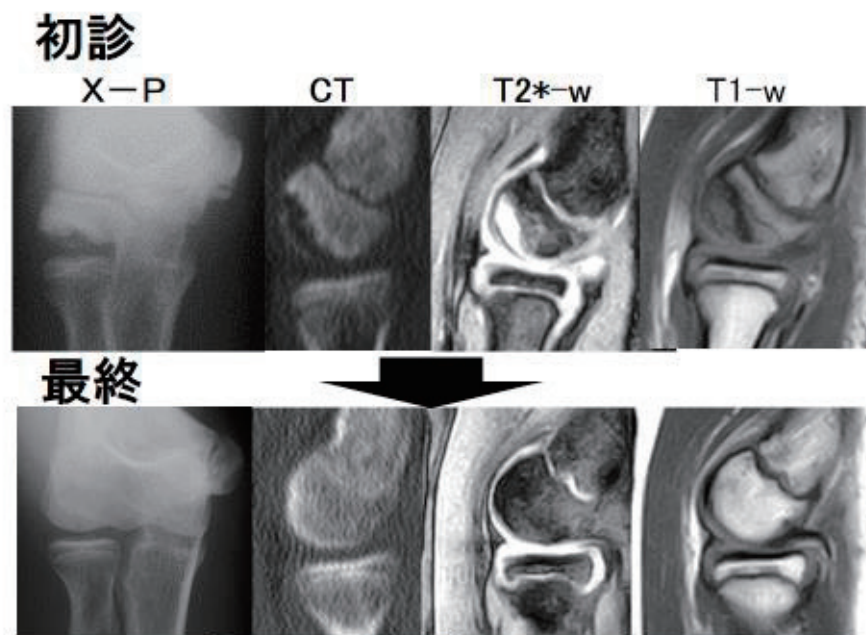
X-p 正面像 CT,T2*-w,T1-w Sagittal 像である。
